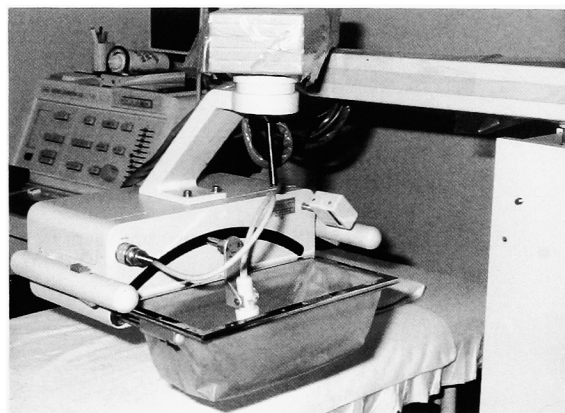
The water bag is placed on the scrotum during ultrasonographic examination. The bag is filled with hot water, into which the ultrasonographic probe is placed.
